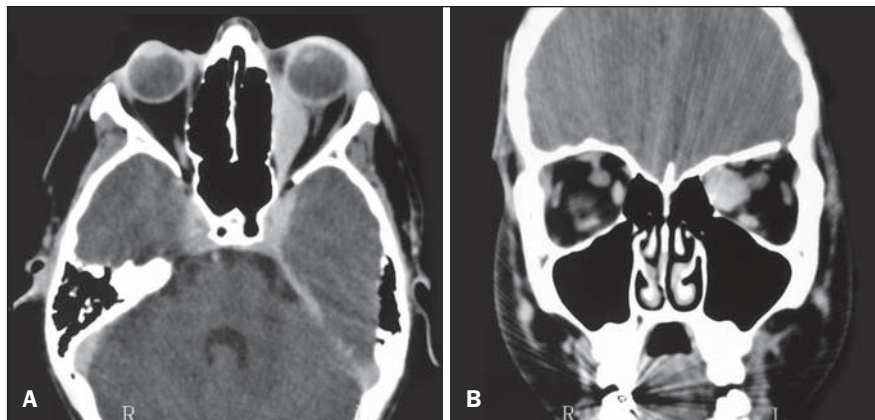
Tomografia computadorizada. A: Corte axial mostrando a proptose e o aumento fusiforme do músculo reto medial esquerdo, com acometimento tendíneo. B: Corte coronal mostrando o aumento do músculo reto medial esquerdo.
